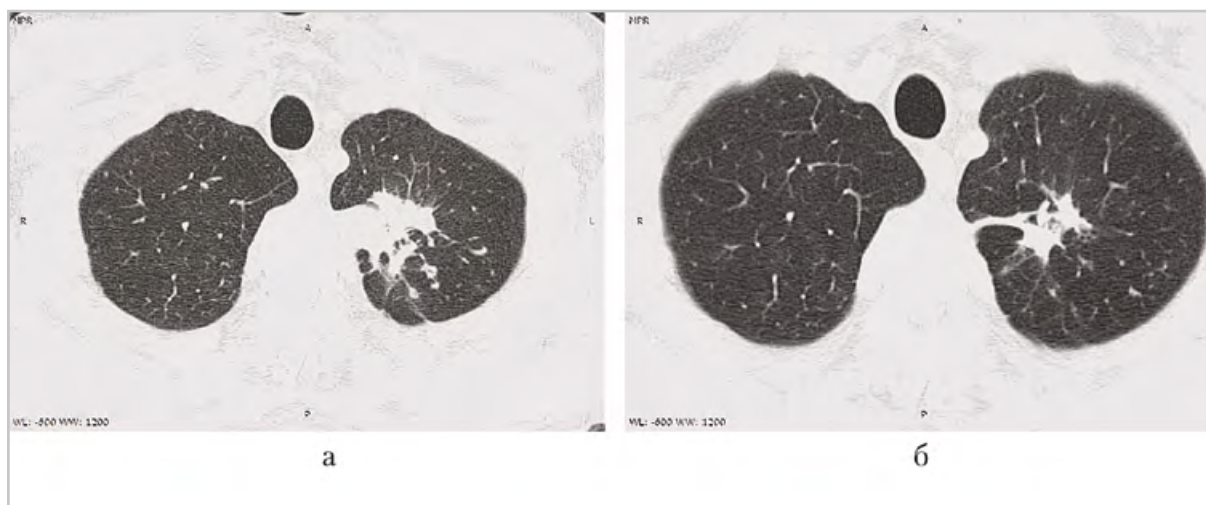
Компьютерные томограммы органов грудной полости пациента Е., 66 лет, аксиальная плоскость — до начала курса лечения (а), инфильтративные изменения в S1/2 левого легкого после окончания курса лечения (б). Отмечается уменьшение объема инфильтративных изменений
